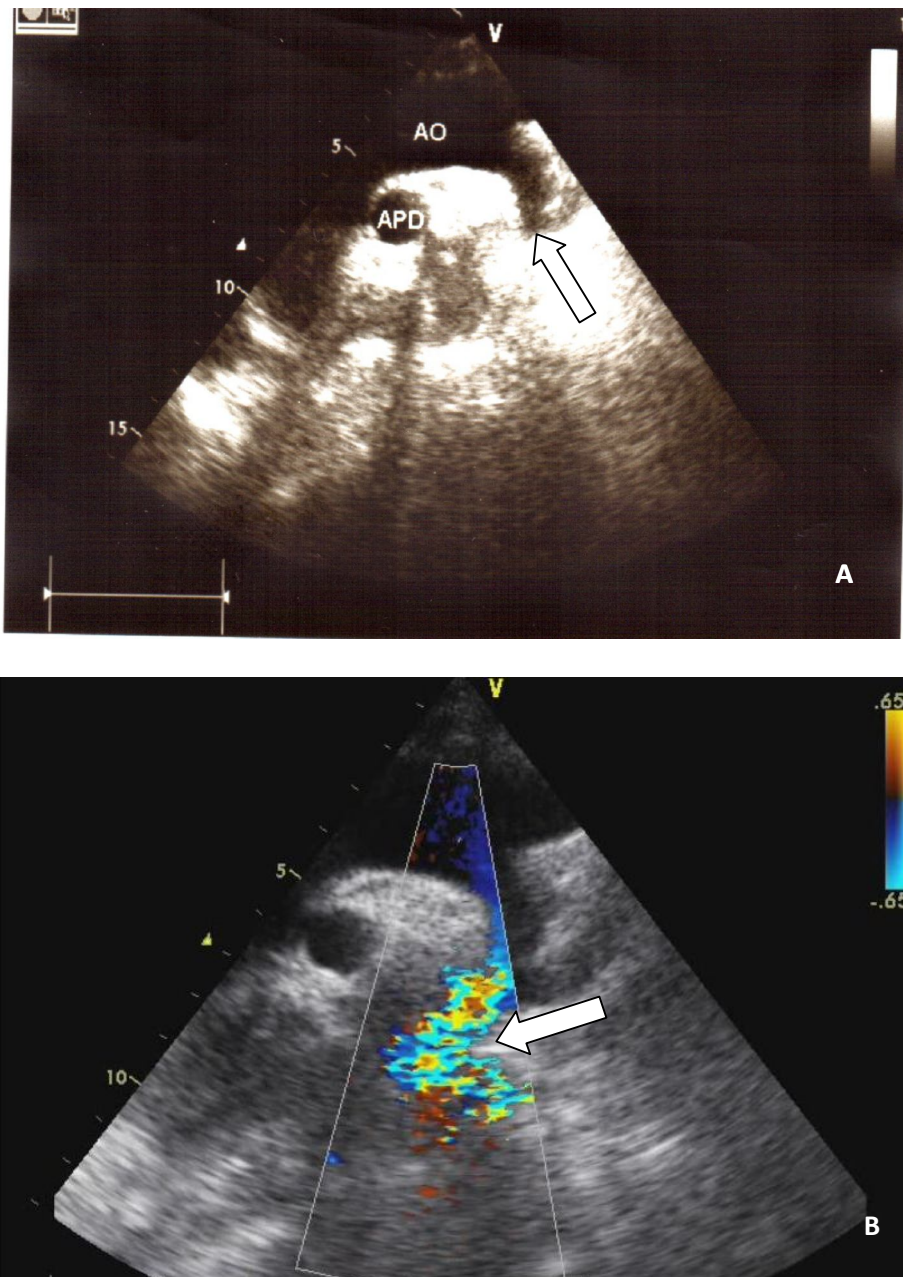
A. Echocardiographie transthoracique bidimensionnelle, incidence suprasternale montrant une striction de l'isthme de l'aorte (coarctation de l'aorte) (flèche).AO : aorte ; APD : artère pulmonaire droite.
